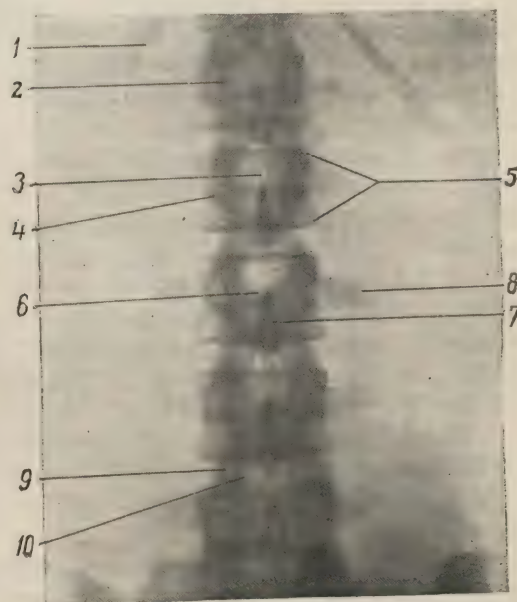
Рентгенограмма поясничного отдела позвоночника мужчины 32 лет (задняя проекция).
